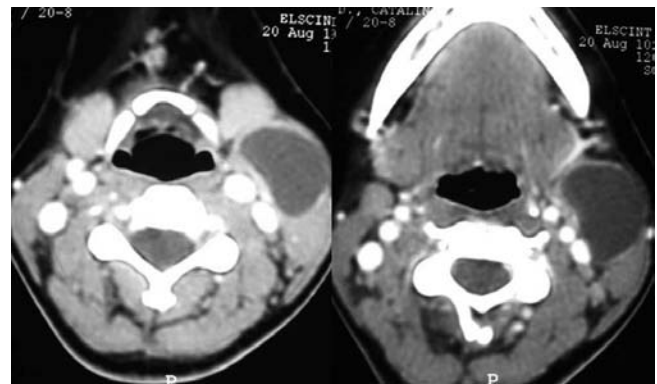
Imágenes axiales contrastadas de TC que muestran una imagen quística en relación al borde anterior del esternocleidomastoideo y lateral a los vasos cervicales. Esta lesión es bien definida, no se contrasta y se ubica en la situación habitual del quiste del segundo arco branquial.
